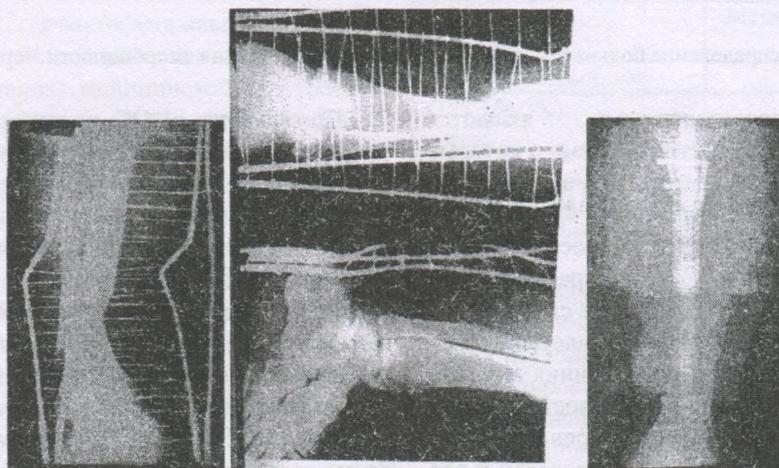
Рентгенограммы пациента А. до и после операции интрамедуллярного остеосинтеза.
